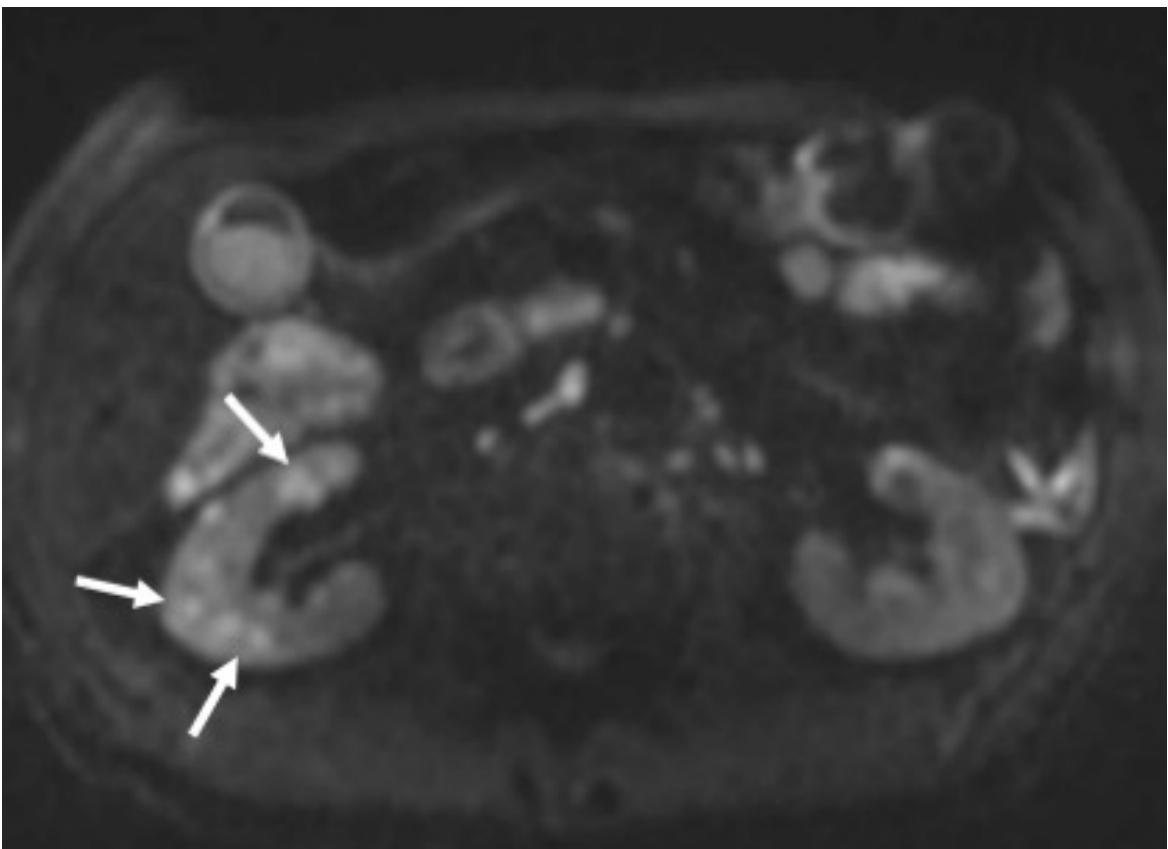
MRI 拡散強調像で複数の右腎に複数の拡散低下所見を認める（矢印）.
